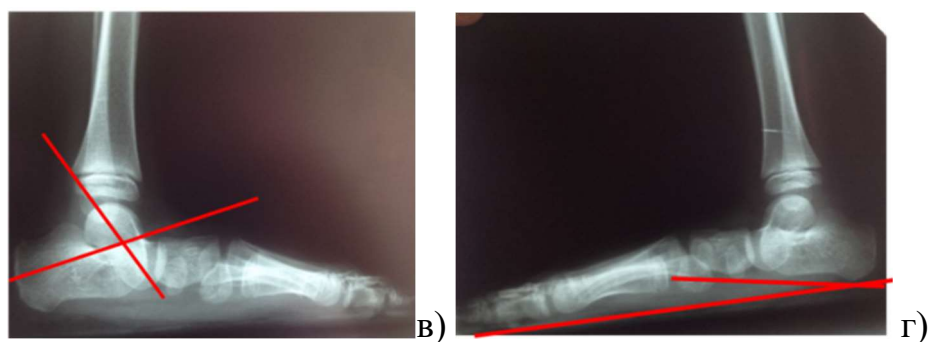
Визначення рентгенометричних показників стопи: а) таранно-п'ятковий кут (передньо-задня проекція); б) таранно-метатарзальний кут; в) таранно-п'ятковий кут (бокова проекція); г) кут п'яtkової інклінації.
